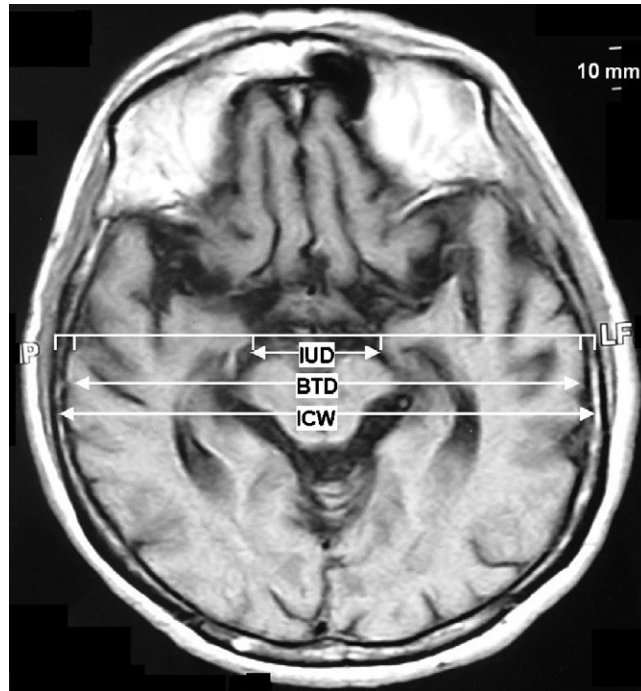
Demonstration of IUD, BTD and ICW measurements on Axial T1 weighted MRI.
